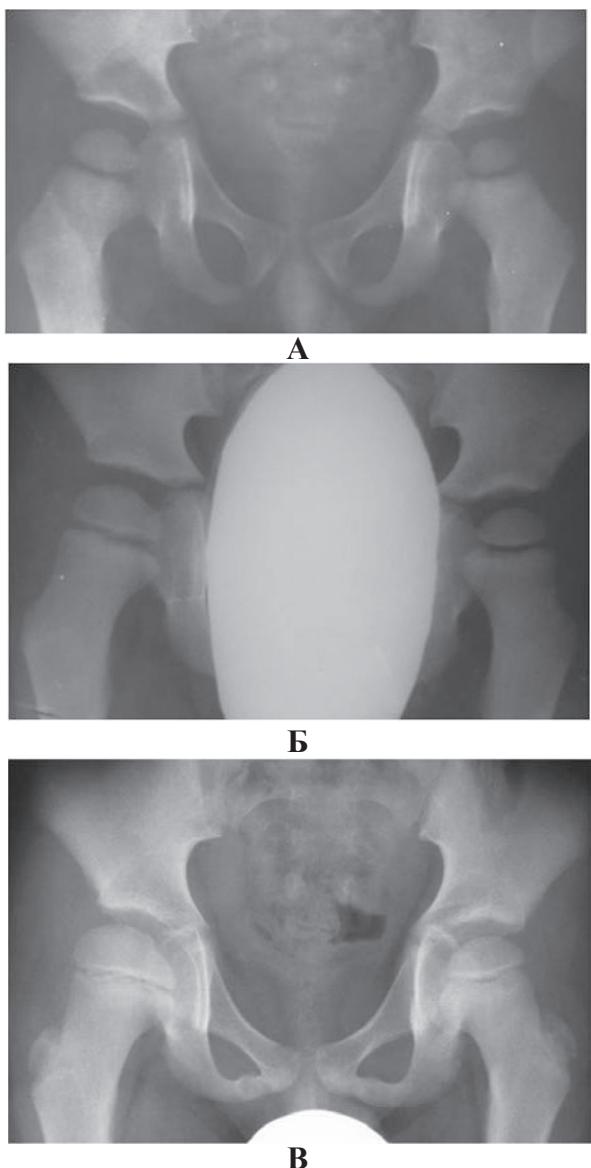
Рентгенограммы тазобедренных суставов. Наблюдение 1. Больной X.
